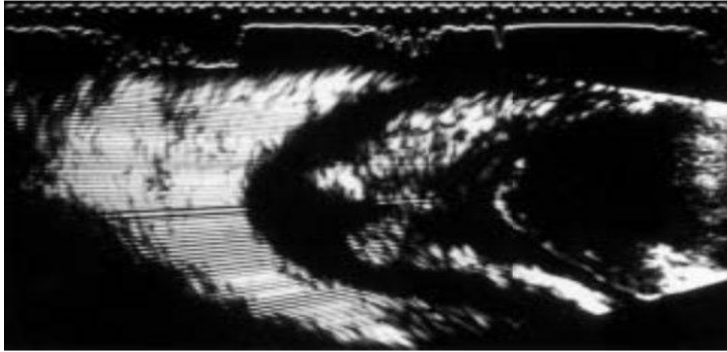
Aspect échographique, décollement de la rétine et épaissie (« Diagnostic Différentiel Du Rétinoblastome », 2008).
